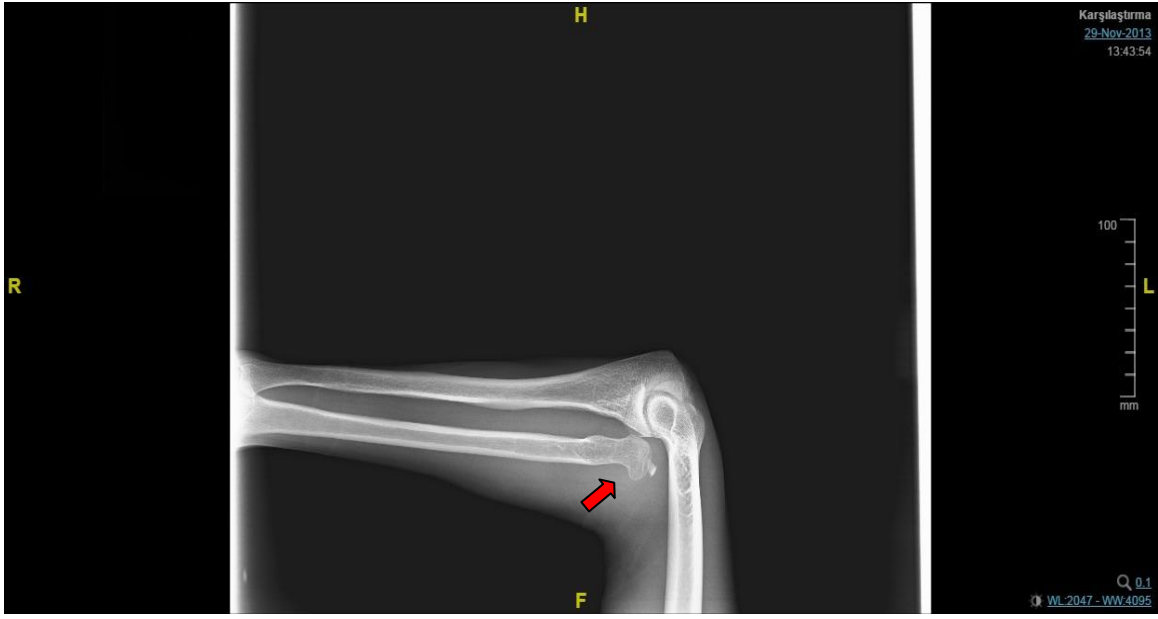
Ligamentous ossification saptanan olguya ait dirsek grafisi
